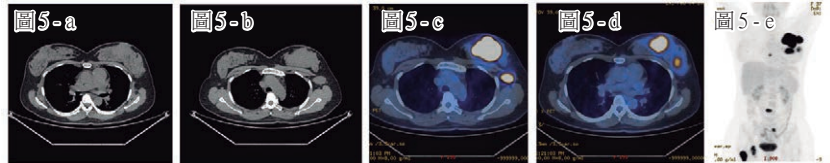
乳腺淋巴瘤。圖5a-5b示左側乳腺多發腫塊，CT密度均勻，圖5c-5e 18F-FDG PET/CT示代謝顯著增高，伴左側腋區高代謝腫大淋巴結。
